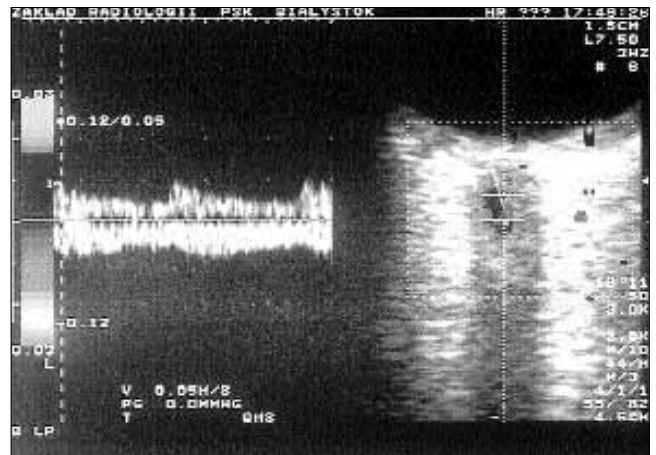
Obraz USG-CD oczodołu. Brak przepływu krwi w tętnicy środkowej siatkówki.
